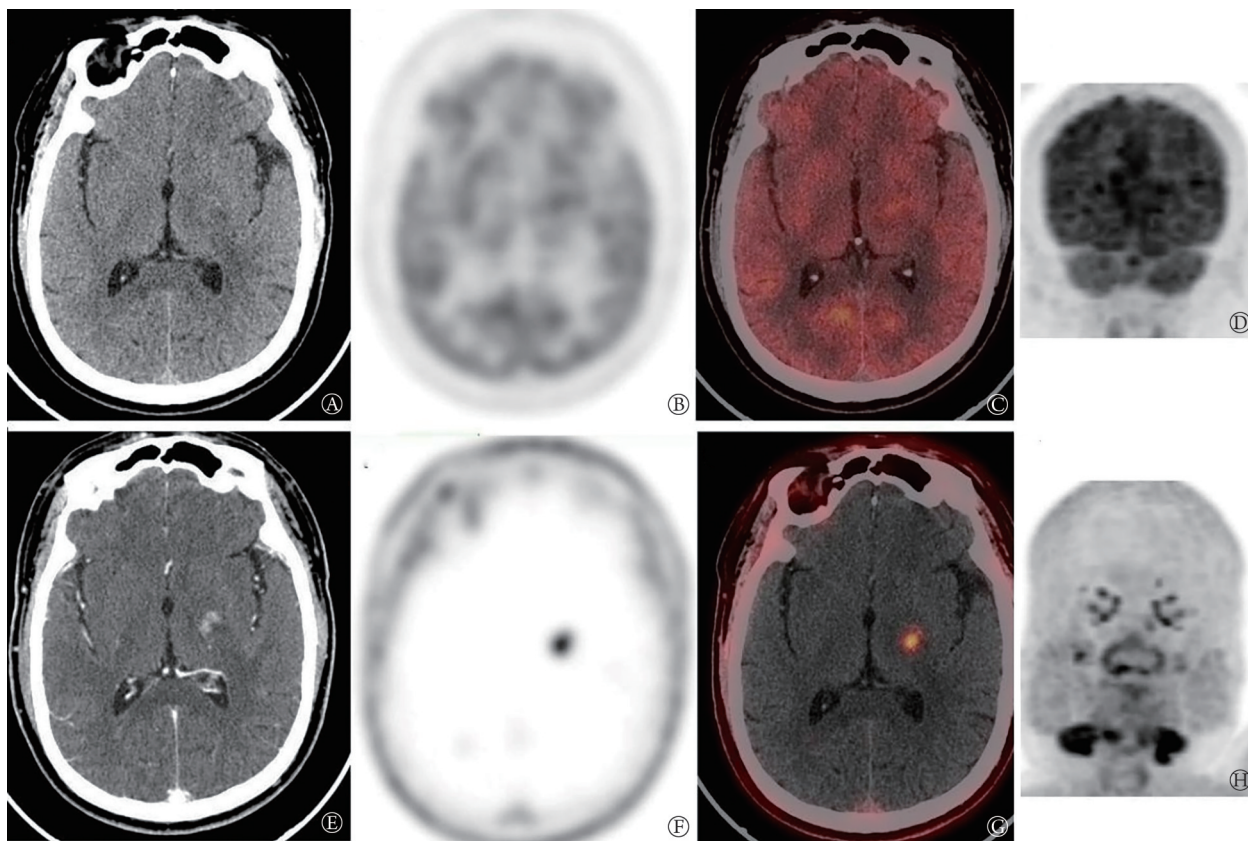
$^{18}\text{F}$ -FDG and  $^{18}\text{F}$ -FAPi PET/CT images of a case of left ductal carcinoma with bone metastasis
